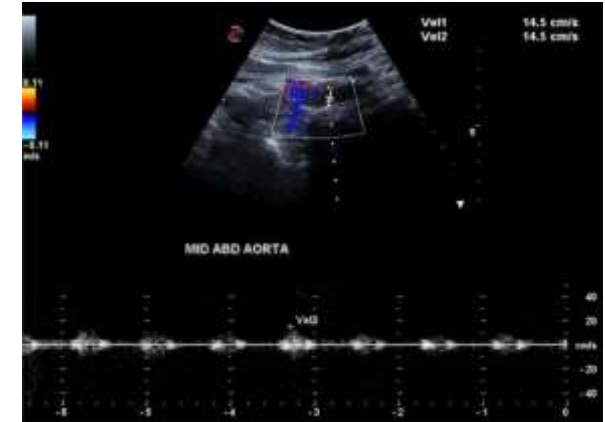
Doppler color y onda pulsada de la aorta abdominal que muestra onda de flujo “tardus-parvus” debajo del nivel de las arterias renales.
